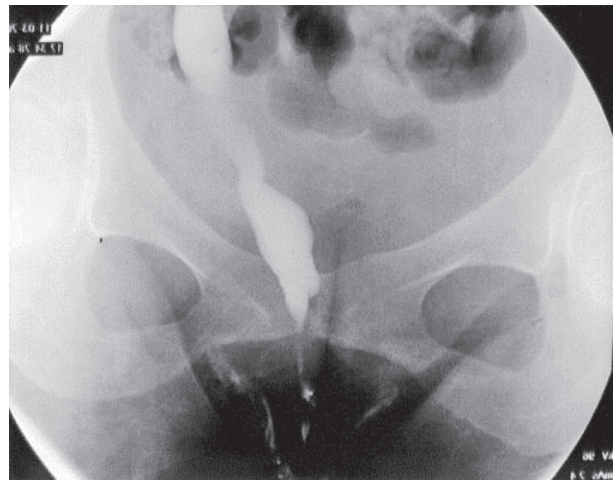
El contraste se elimina directamente hacia vagina al realizar la pielografía percutánea. Tomografía. Marcada dilatación de cavidades del polo superior.
